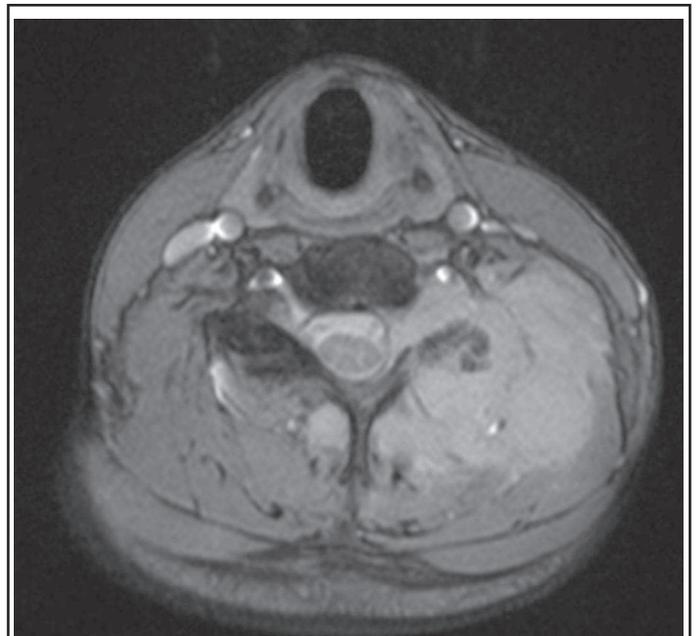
IRM : coupe axiale cervicale, mettant en évidence des lésions lytiques à hauteur de l'articulation inter-apophysaire postérieure gauche C6-C7.
